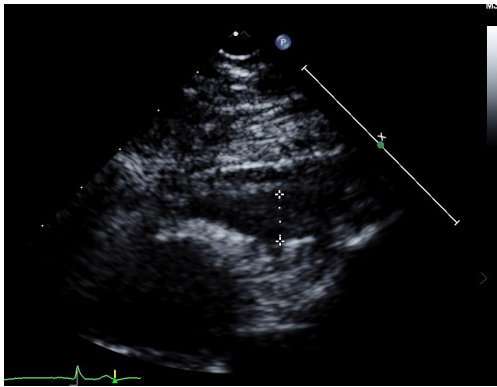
Epicardial Adipose Tissue of parasternal long-axis view
